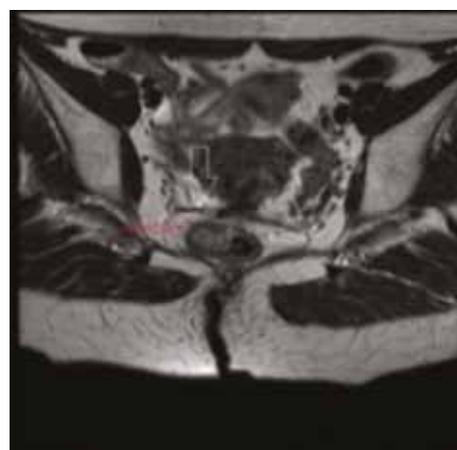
МРТ-картина опухоли прямой кишки после проведения пролонгированной лучевой терапии
